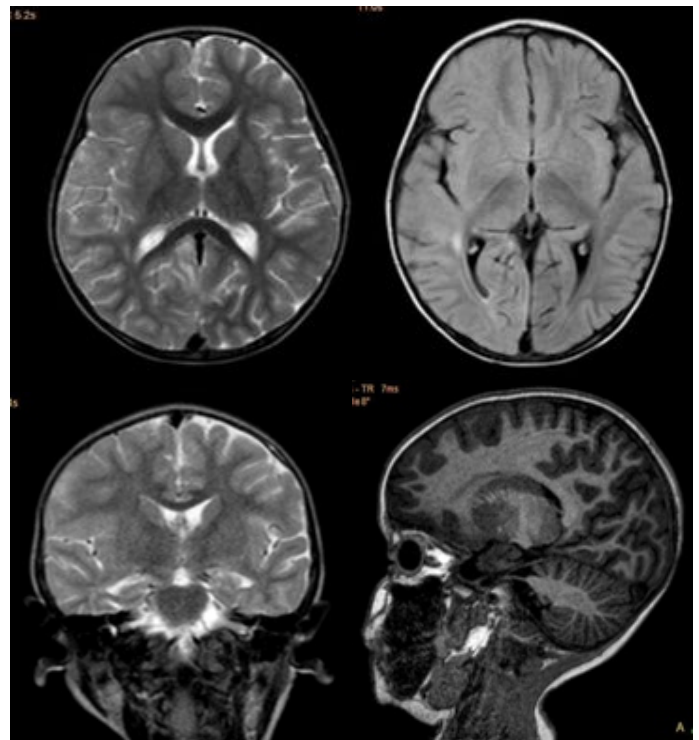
Resonancia magnética de cráneo, en la cual se observa edema en hemisferio derecho, predominante en lóbulos frontal y temporal; se aprecian con claridad el borramiento de cisuras en contraste con el hemisferio izquierdo.
